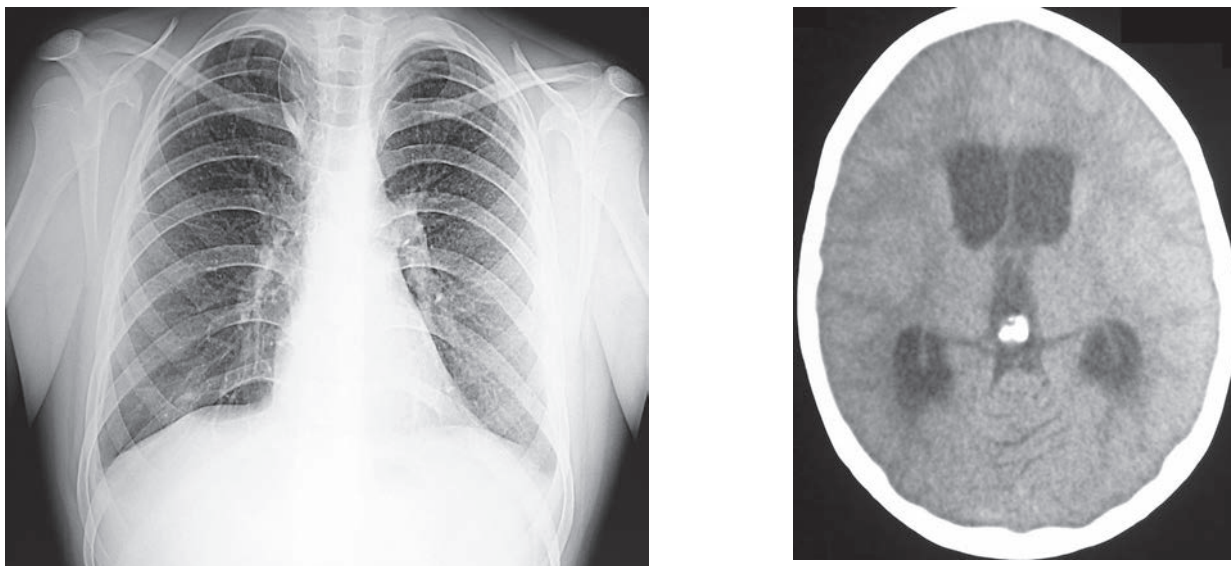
Данные лучевой диагностики (клинический пример № 1): а — рентгенограмма легких: мелкие милиарные очажки по всем легочным полям; б — компьютерная томограмма головного мозга: гидроцефалия
